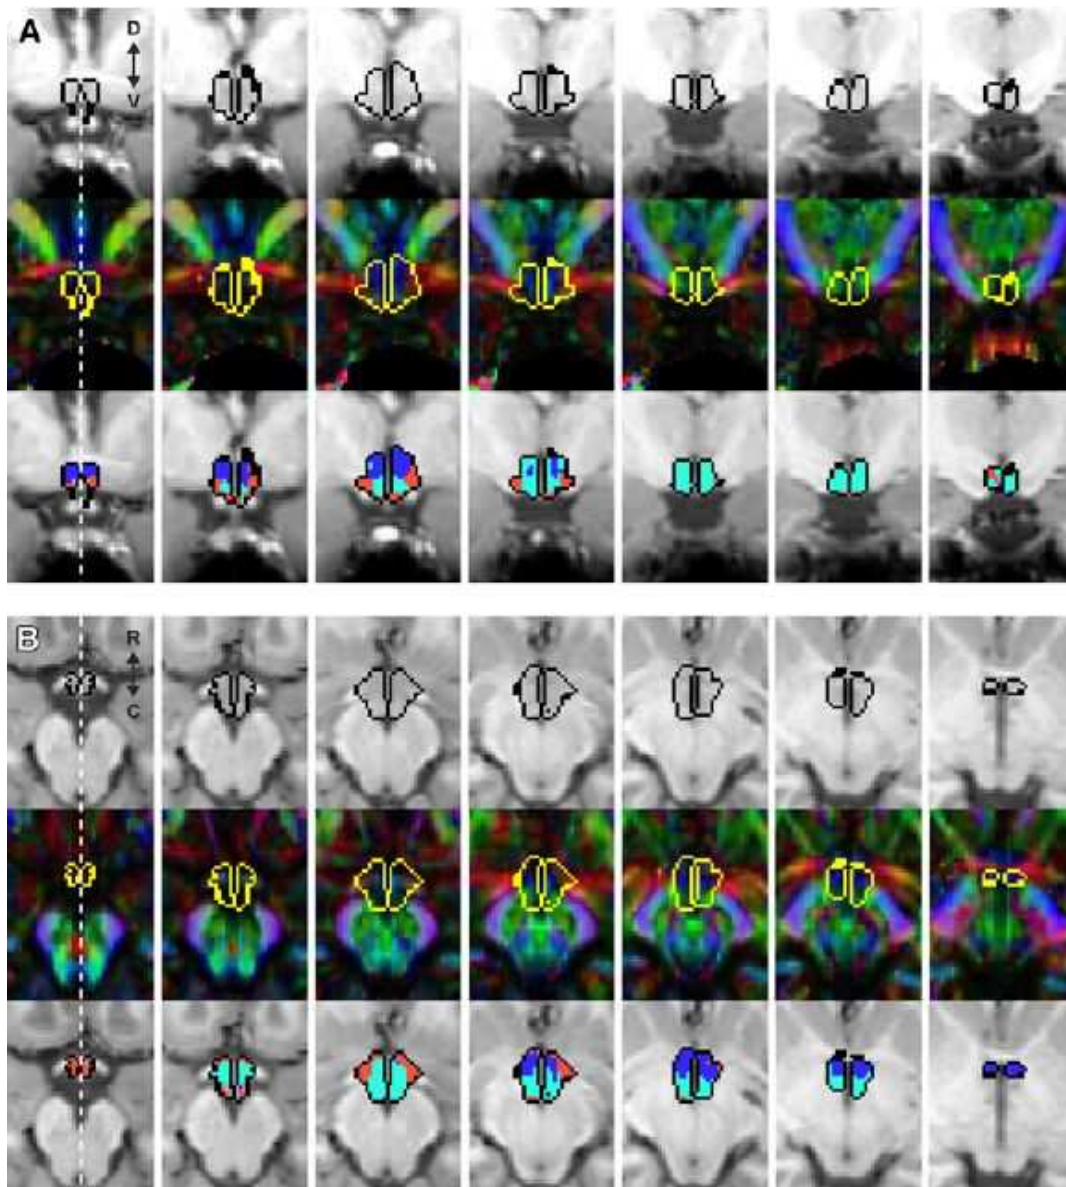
Umrandungen der Hypothalamusmasken in (A) Koronar- und (B) Horizontal (B) ebene in T1 -und difussionsgewichteten MRT Aufnahmen (Schönknecht et al. 2013)
